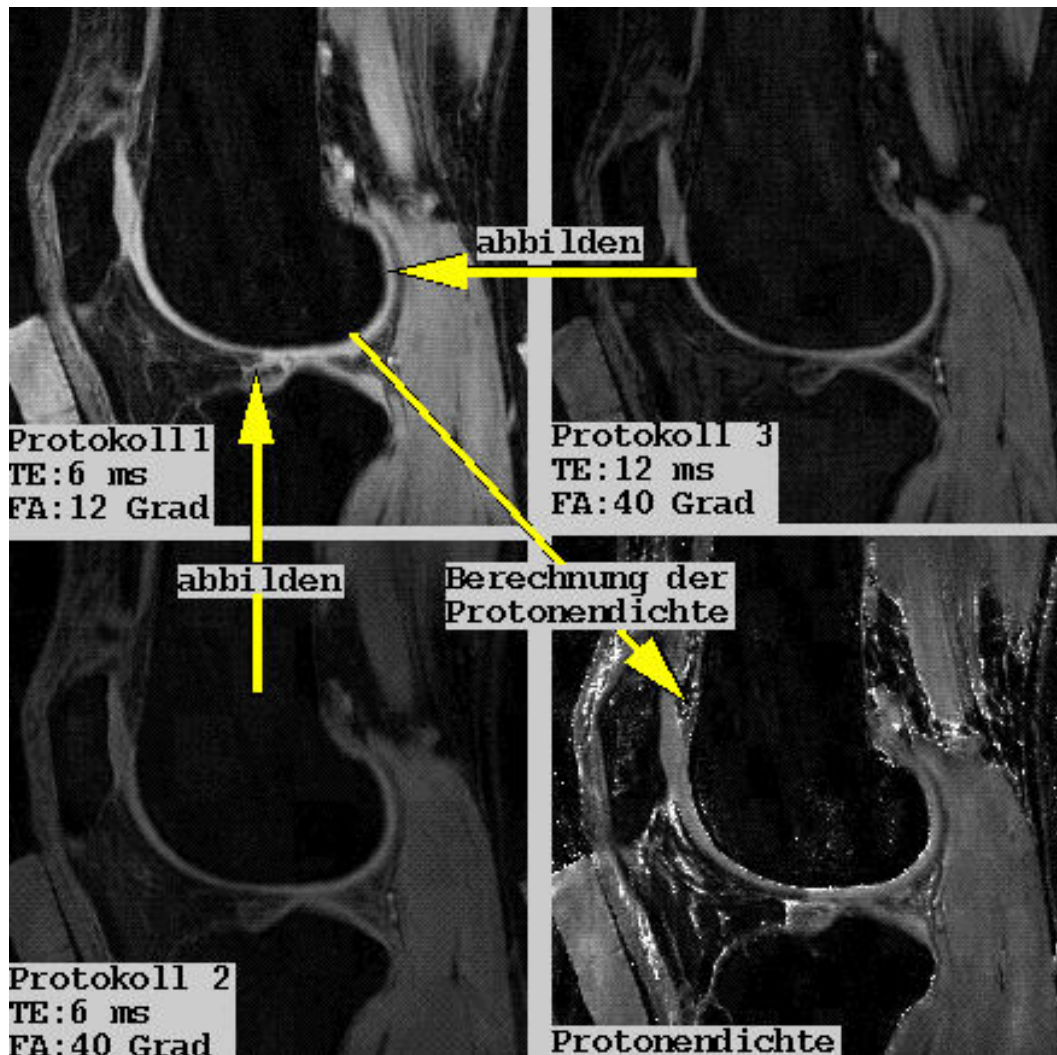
Arbeitsablauf zur Erzeugung von Protonendichtebildern: Drei unterschiedliche MRT-Bildsequenzen (Protokoll 1-3) werden gemäß Formel 3.32 voxelgenau zu einem Protonendichtedatensatz miteinander verrechnet.
